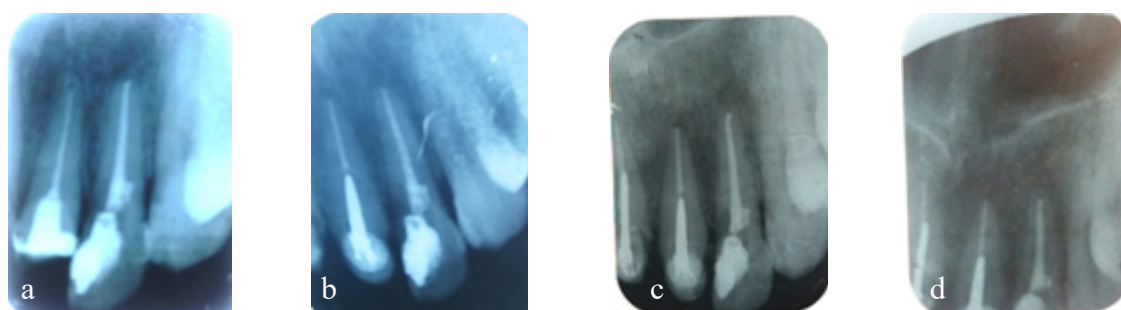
Radiographie postopératoire du cas n°2
